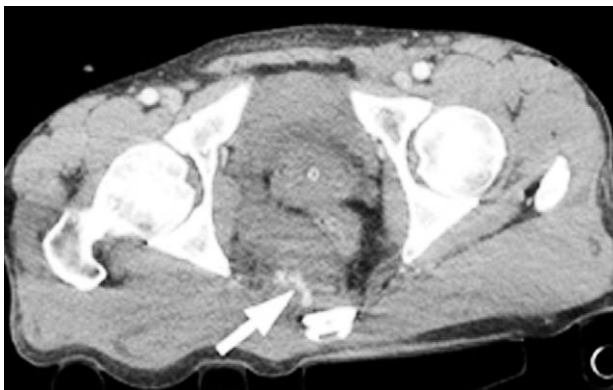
CT shows active extravasation of the contrast media (arrow) within the presacral hematoma.
